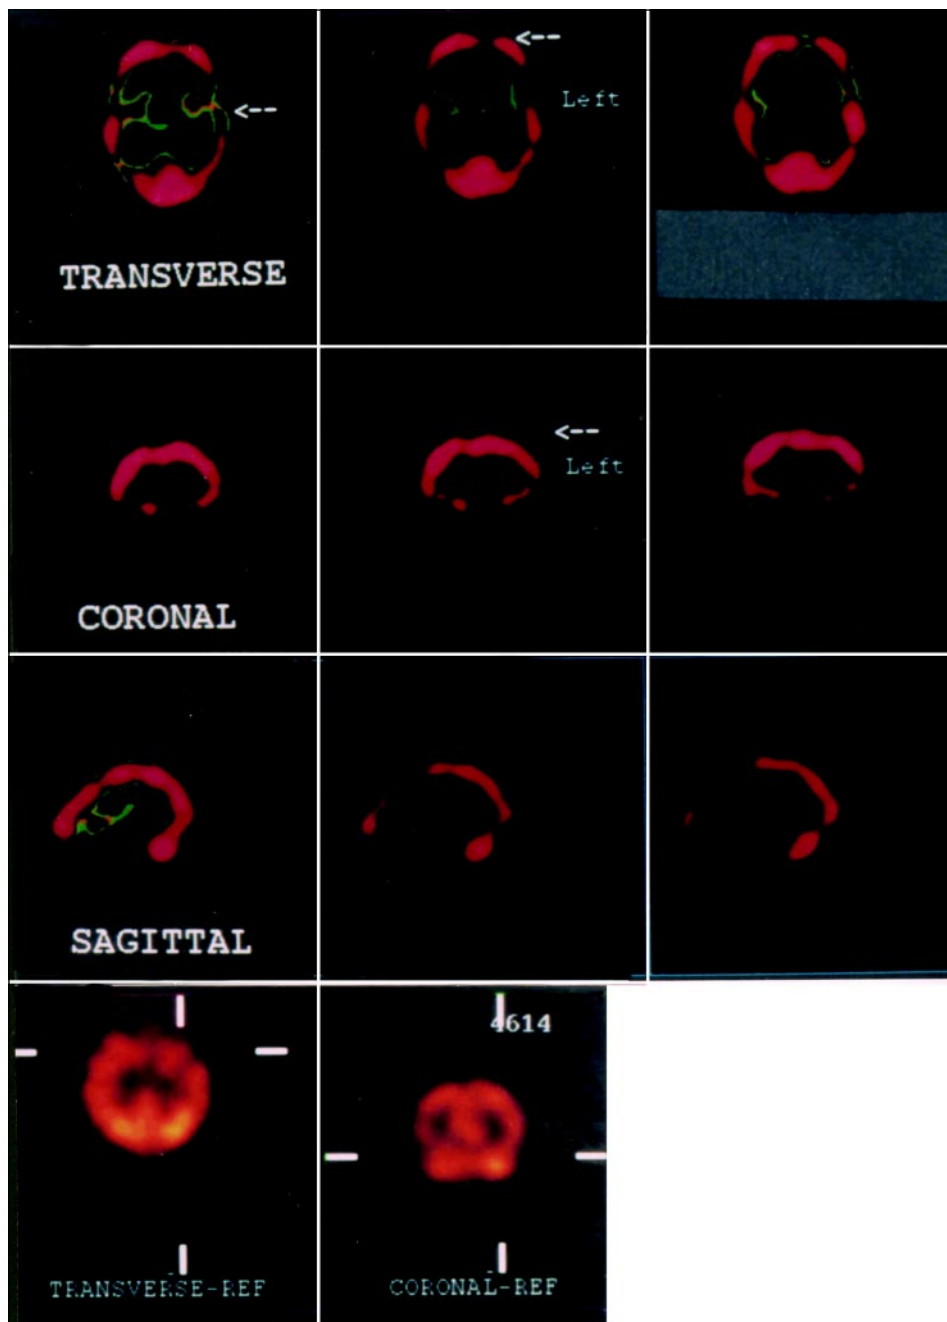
SPECT cerebral após administração endovenosa de ^{99m}Tc -HMPAO evidenciando diminuição heterogênea do traçador, com hipocaptação nos lobos frontal e temporal à esquerda (seda) e, menos intensamente, no lobo parietal esquerdo, sugerindo hipoperfusão nestas áreas. Nota-se captação homogênea e simétrica nos tálamos, gânglios da base e cerebelo.
